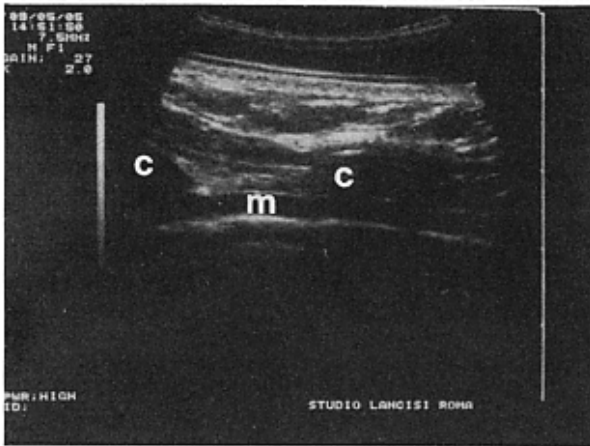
Immagine ecografica dell'arteria mammaria interna: m. = a. mammaria interna; c = costa.
